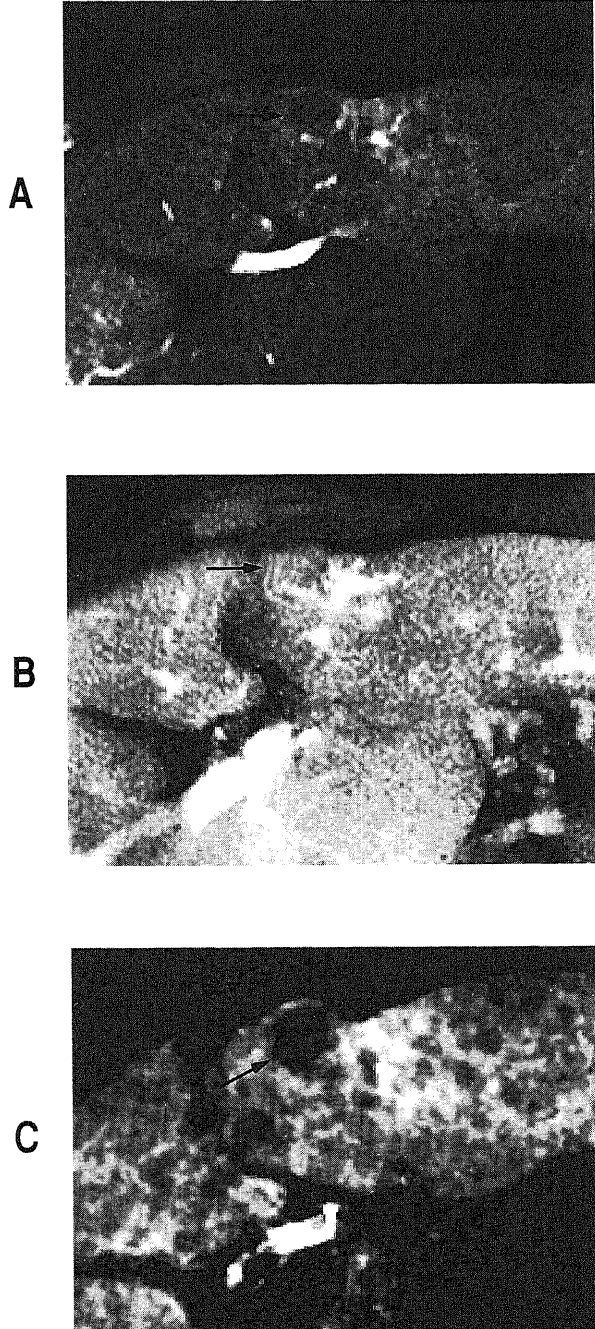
A nodule showing no malignant transformation during 19 months follow-up term. (A) CT during hepatic arteriography (CTA) reveals a hypodense nodule about 1.0 cm in diameter (arrow). (B) CT during arterial portography performed at the same time as A shows it as isodense area (arrow), and therefore, it cannot be visible as a nodule. (C) CTA performed 16 months after A shows it still as a hypodense nodule (arrow). The diameter of the nodule is slightly increased.
